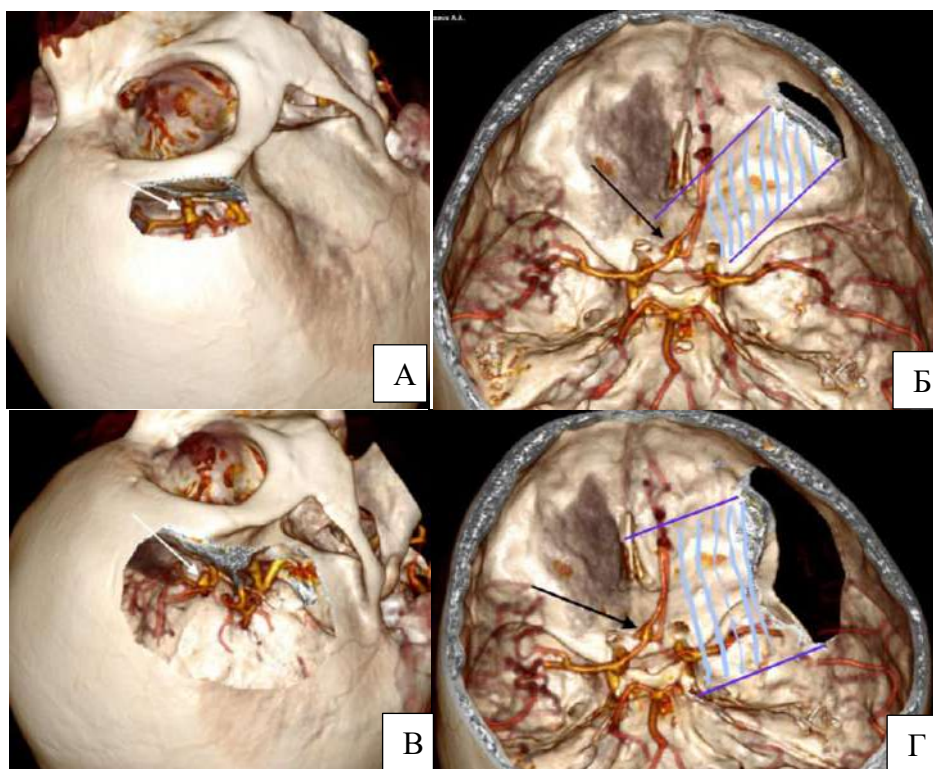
СКТ ангиография с виртуальным моделированием ТСД и ПТД. А, Б – моделирование ТСД, В, Г – моделирование ПТД у того же больного. При ТСД продемонстрирован сфокусированный маршрут к аневризматическому комплексу.
